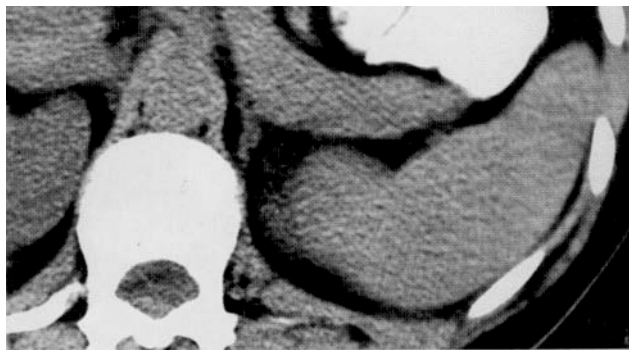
Tomografie computerizată –splina
